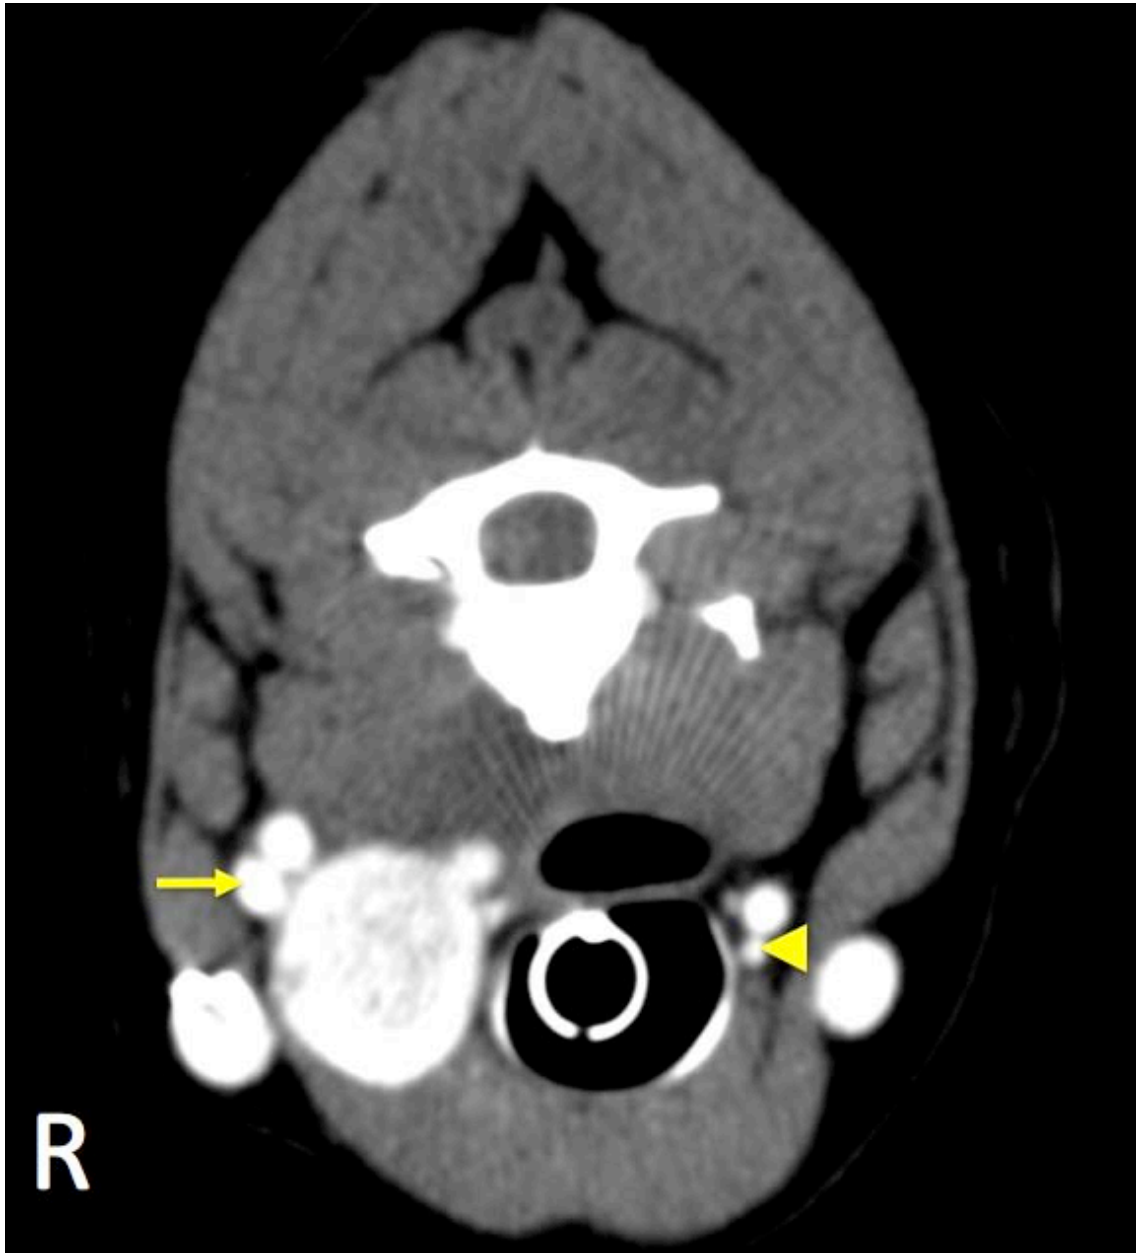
内頸静脈の拡張 (←) および正常な内頸静脈 (◄) を示す CT 画像 (R は症例の右側)。
